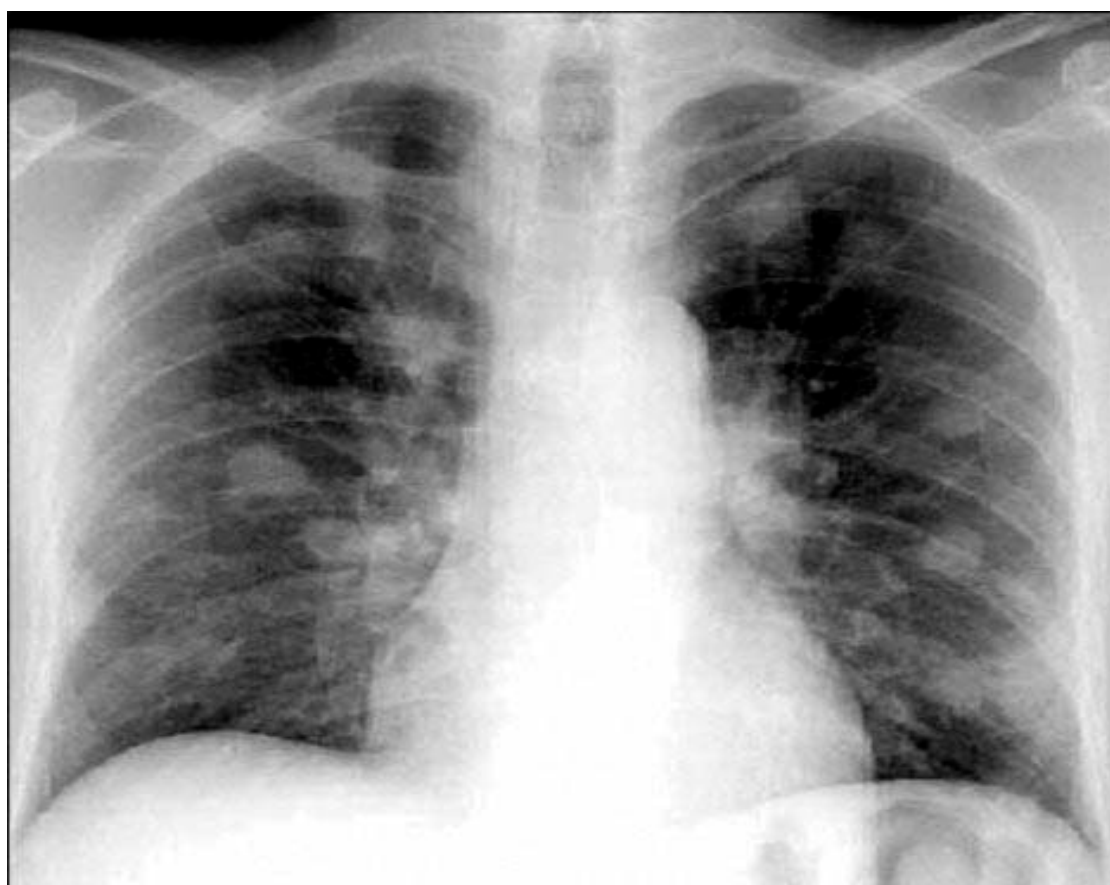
radiographie pulmonaire montrant des métastases pulmonaires en lacher de ballon
